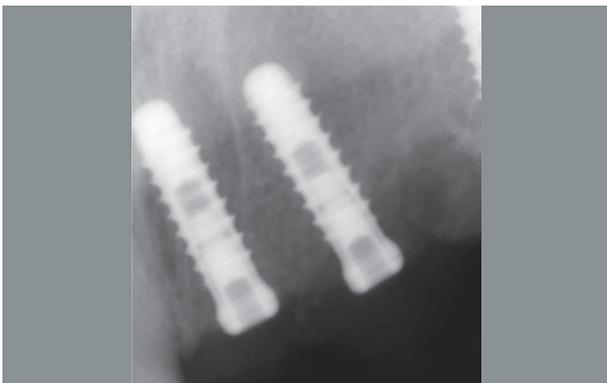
Radiografia endorale post-intervento, impianti in posizione 2.1 e 2.2
